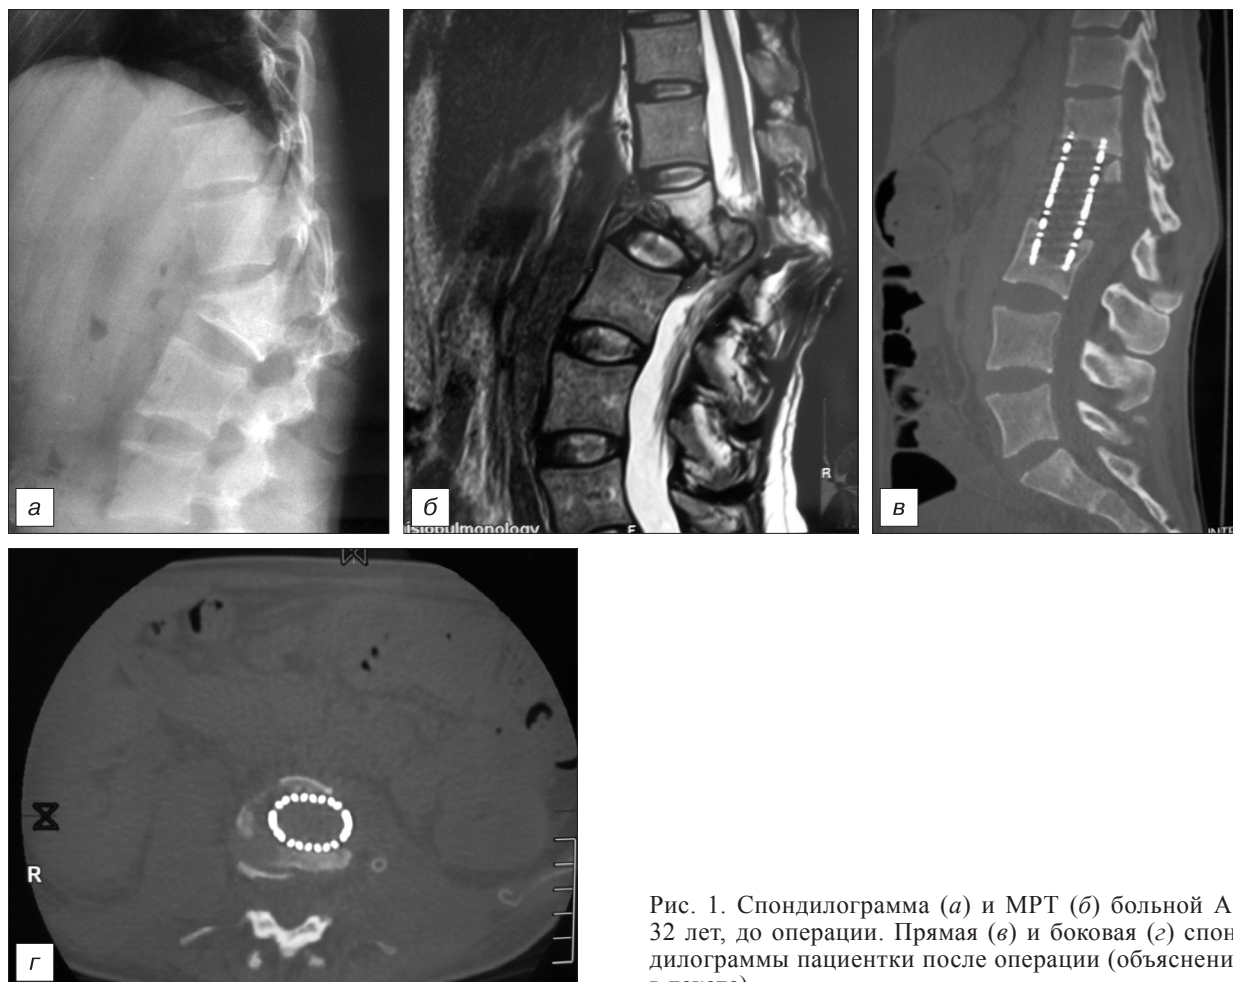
Спондилограмма (а) и МРТ (б) больной А., 32 лет, до операции. Прямая (в) и боковая (г) спондилограммы пациентки после операции (объяснения в тексте).
